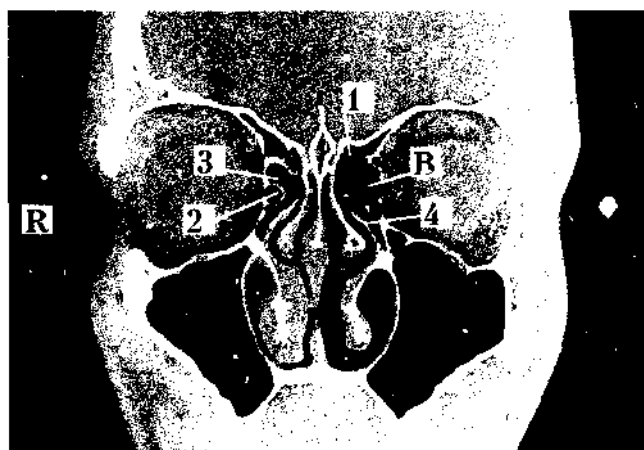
КТ в коронарной плоскости.
